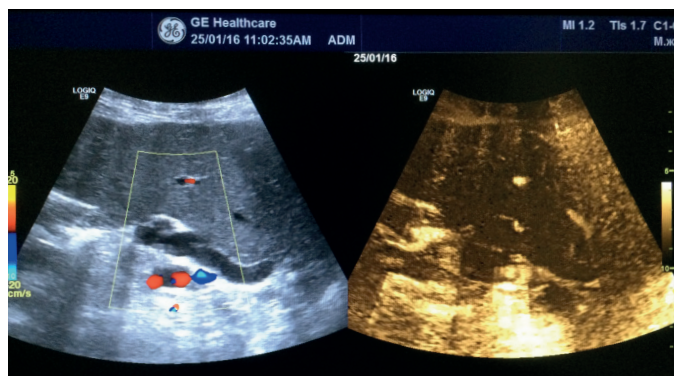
Patient S. (female), 64 years old. Biliary Hypertension. Dilated left lobar duct. Common bile duct stenosis of postinflammatory genesis at the level of papilla Vateri. Color Doppler mapping (left) and B-Flow (right, hereinafter pictures colored in orange-yellow).
